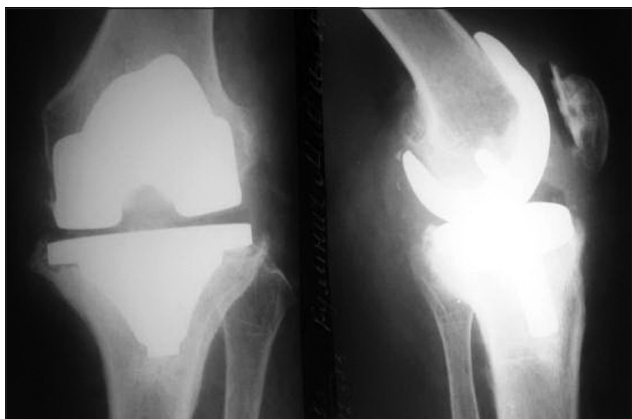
Фотоотпечатки рентгенограмм левого коленного сустава пациентки К., 66 лет. Септическая нестабильность компонентов эндопротеза
